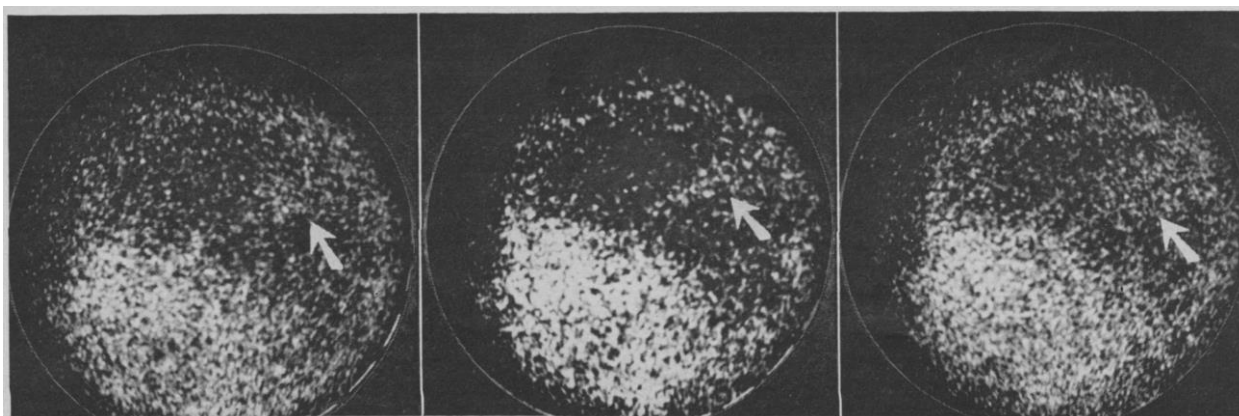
Сцинтиграмма пациента с глиобластомой, полученная в позитронно-сцинтилляционной камере после введения  $^{68}\text{Ga}$ -ЭДТА [31]
